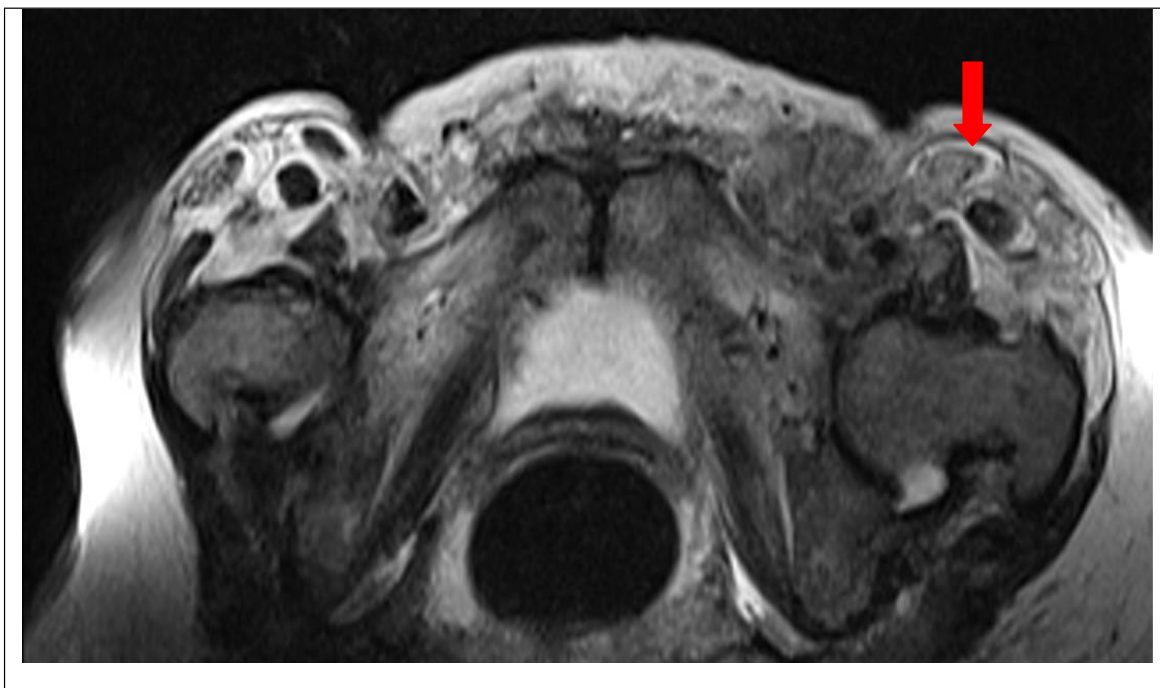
МР-картина выраженной левосторонней паховой лимфоаденопатии (mts), (МРТ ОМТ от 15.03.2019г).
